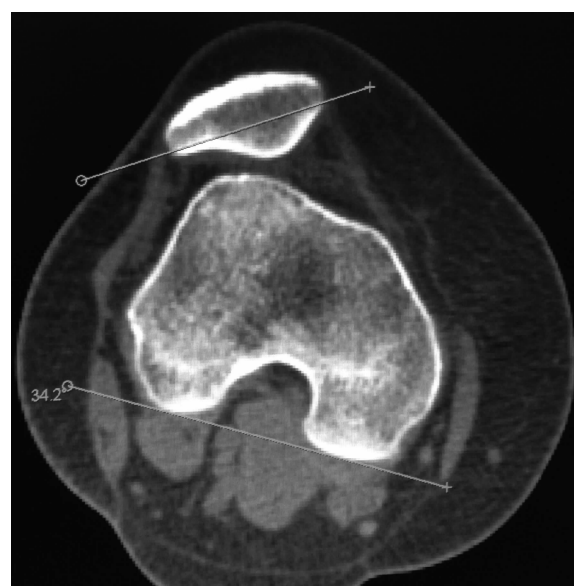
CT 测量 PTA: 股骨内、外髌最高点连线与髌骨切位的最大横径延长线形成的夹角
